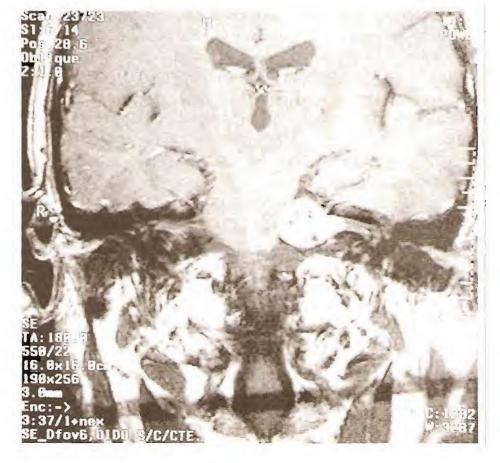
Imagen por resonancia magnética de un neurinoma de VIII par en el ángulo pontocerebeloso izquierdo.
